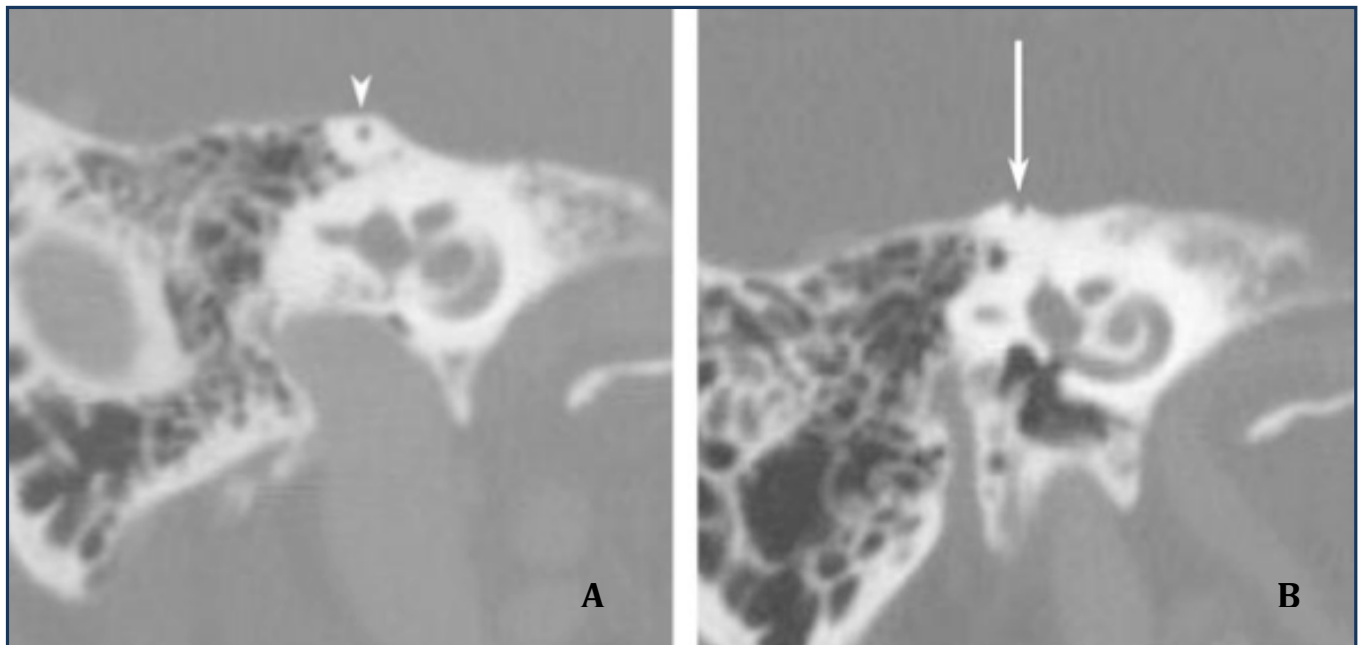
TC alta resolução de secção fina, plano de Stenver.
